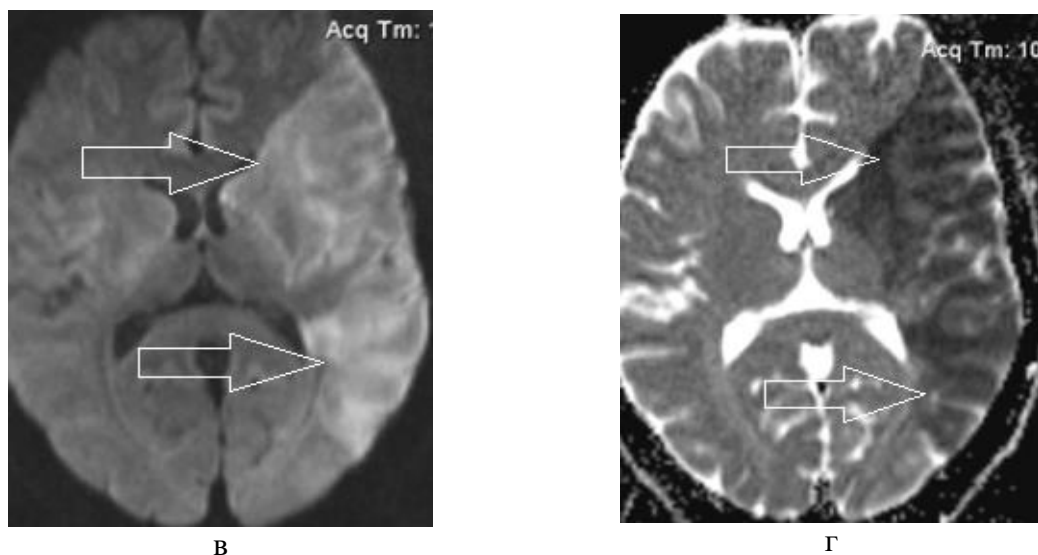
Больной Л., 69 лет (И/б 20183/2018). Возможности КТ и МРТ в визуализации ОНМК в острейшем периоде (2 часа). Отмечается небольшая сглаженность борозд (стрелка) в левой лобной доле (а, б) ASPECTS по КТ =9, после провели МРТ исследование, в левой лобно-теменной области определяется зона структурных изменений с четкими неровными контурами, с ограничением диффузии в виде гиперинтенсивного МР-сигнала (стрелки) на ДВИ с фактором взвешивания $b=1000$ (в) и снижением ИКД (г) – острое нарушение мозгового кровообращения в бассейне левой средней мозговой артерии. ASPECTS по МРТ =1
